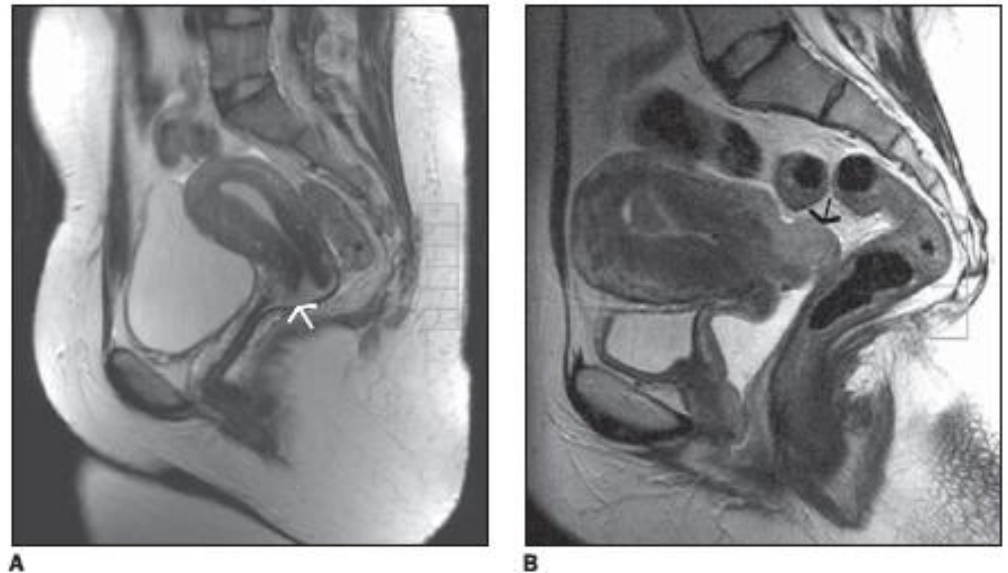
A: Sagittal T2-weighted TSE sequence, hyperintense uterine cervix tumor. Part of the (hypointense) cervical stroma is intact. Preserved vaginal canal (stage Ib). B: Sagittal T2-weighted TSE sequence, slightly hyperintense tumor in the posterior portion of the uterine cervix, extending to the upper vaginal third (stage IIa).
